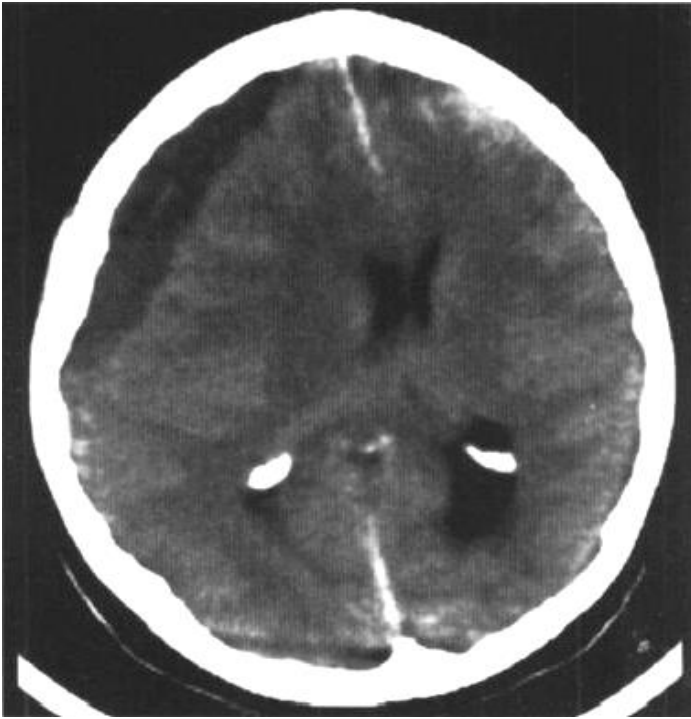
КТ-ознаки епідуральних гематом у правій та лівій півкулях головного мозку
